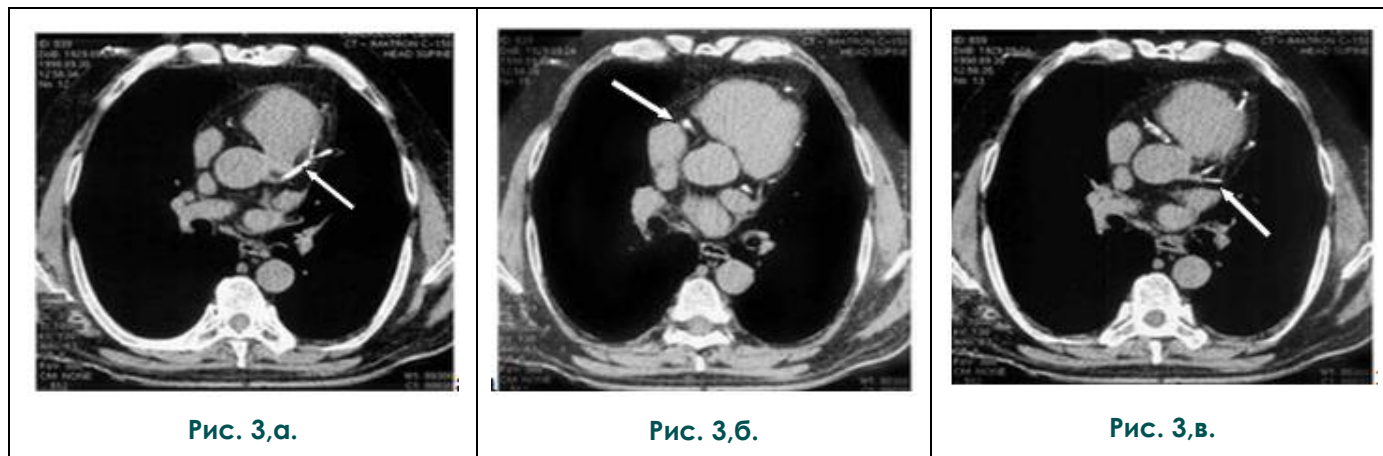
Электронно-лучевая томография сердца. Аксиальные срезы.
